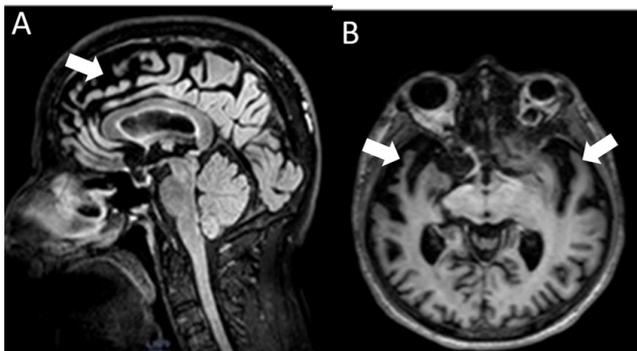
Resonancia magnética de un paciente con afasia progresiva primaria semántica. La flecha en A muestra atrofia frontal y del giro del cíngulo anterior, mientras que en B se indica atrofia del lóbulo temporal anterior bilateral (ambas flechas).
